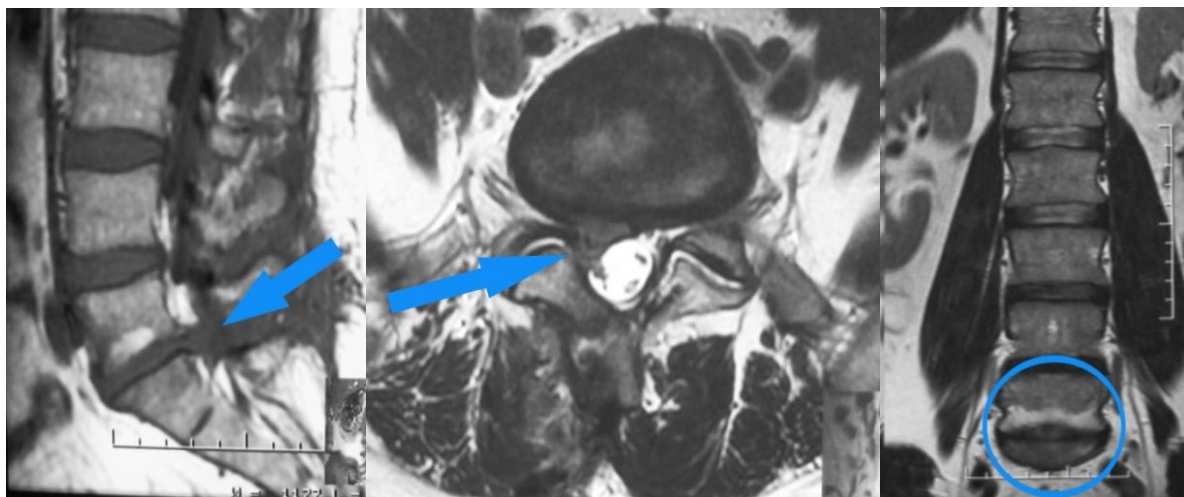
МРТ пациентки Е., (И/Б № 005545/697), сагиттальная (А) и аксиальная (Б) проекции: протрузия диска L4-L5, грыжа диска L5-S1, спондилез, спондилоартроз
